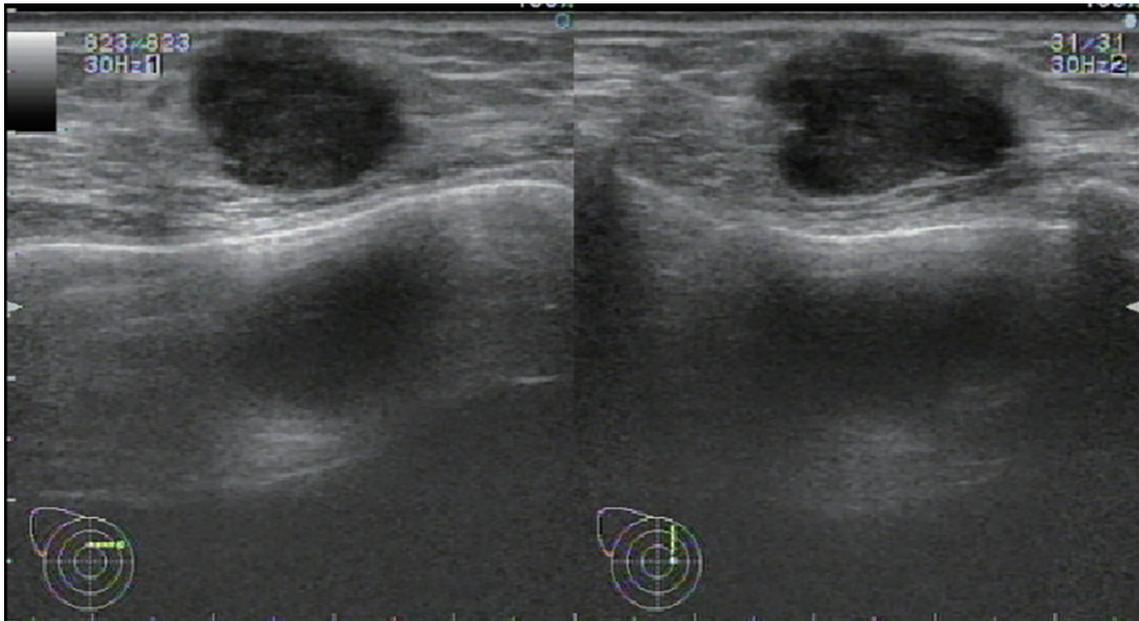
Ultrasonography shows heterogeneous echo-poor mass in the right breast A region.
